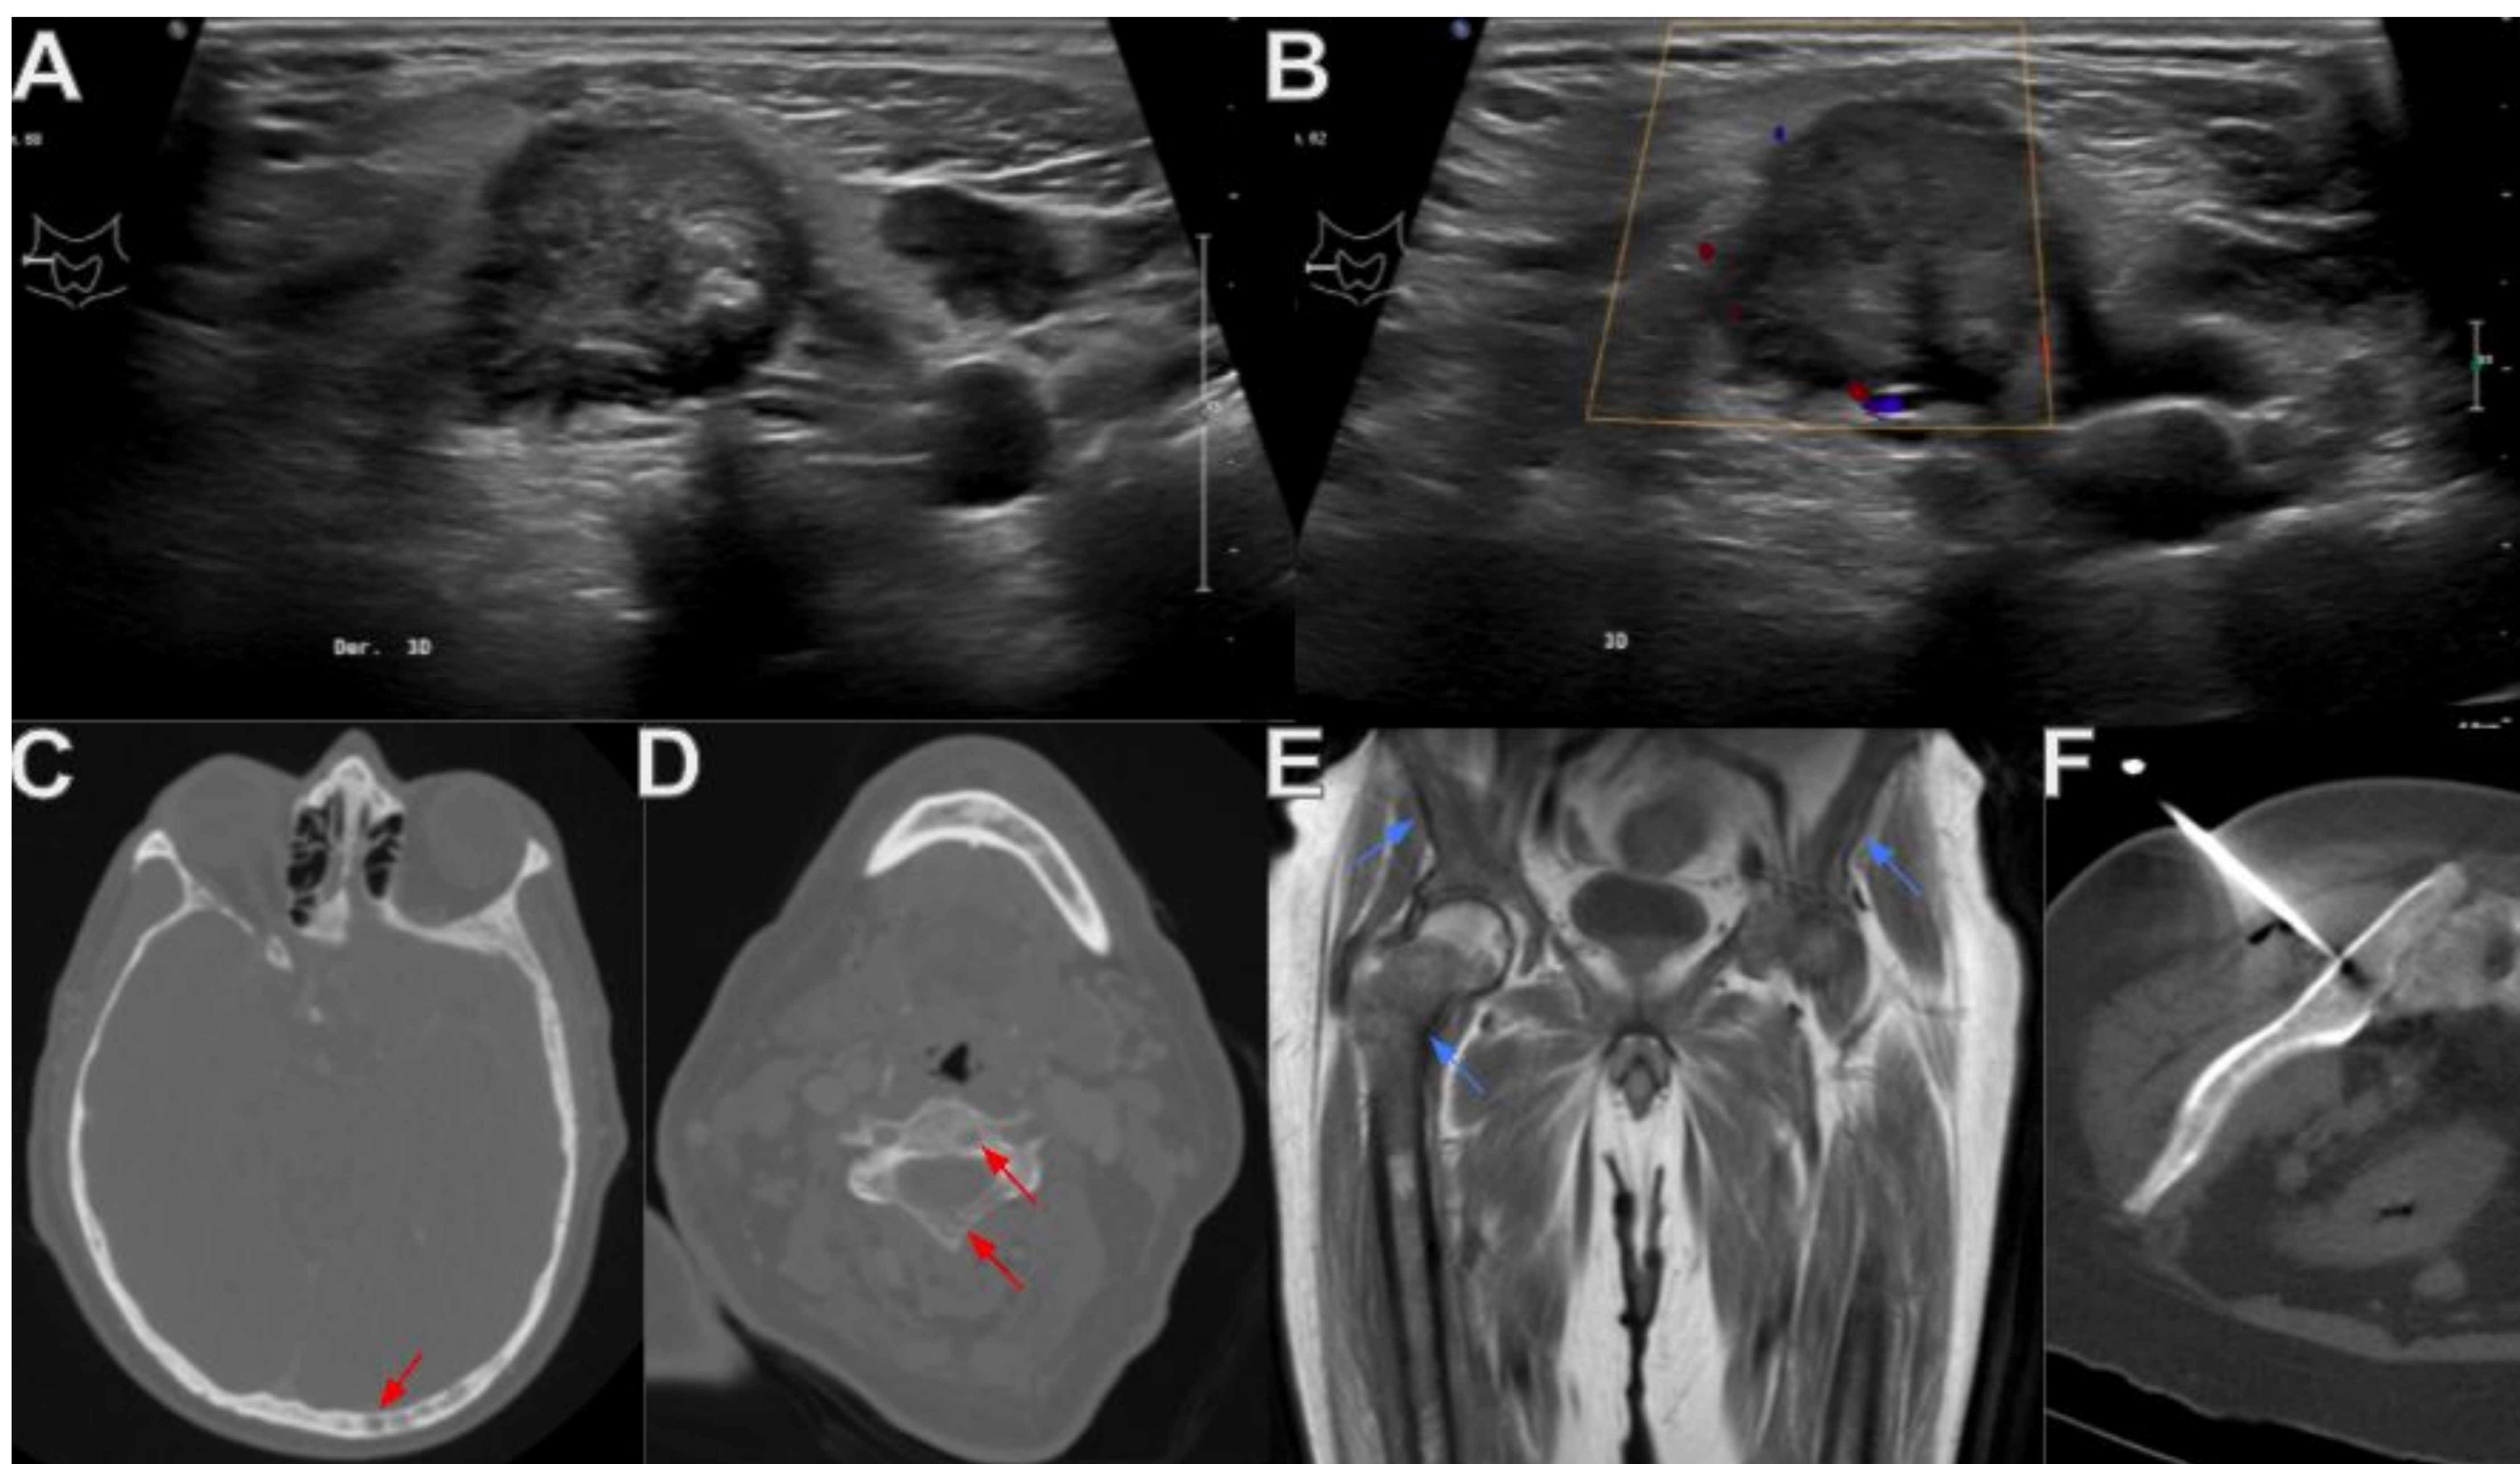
Afectación metastásica ósea difusa por carcinoma medular de tiroides. Paciente con diarrea, pérdida de peso y dolor lumbar de 3 meses de evolución, además de adenopatía dolorosa en el nivel III cervical derecho, que se observa en las imágenes de ecografía y ecografía Doppler (A y B), donde presenta una ecoestructura heterogénea, con calcificaciones y áreas quísticas así como leve vascularización periférica. C-E: En el estudio de extensión se identifican lesiones óseas líticas en todo el esqueleto (flechas rojas en C y D, cortes axiales de TC de cráneo y columna cervical), compatibles con metástasis en el estudio de resonancia magnética de fémures y pelvis (lesiones hipointensas en imágenes coronales potenciadas en T1, flechas azules). El diagnóstico se confirmó histológicamente mediante biopsia de la adenopatía y biopsia guiada por TC de una lesión ósea iliaca (F).
